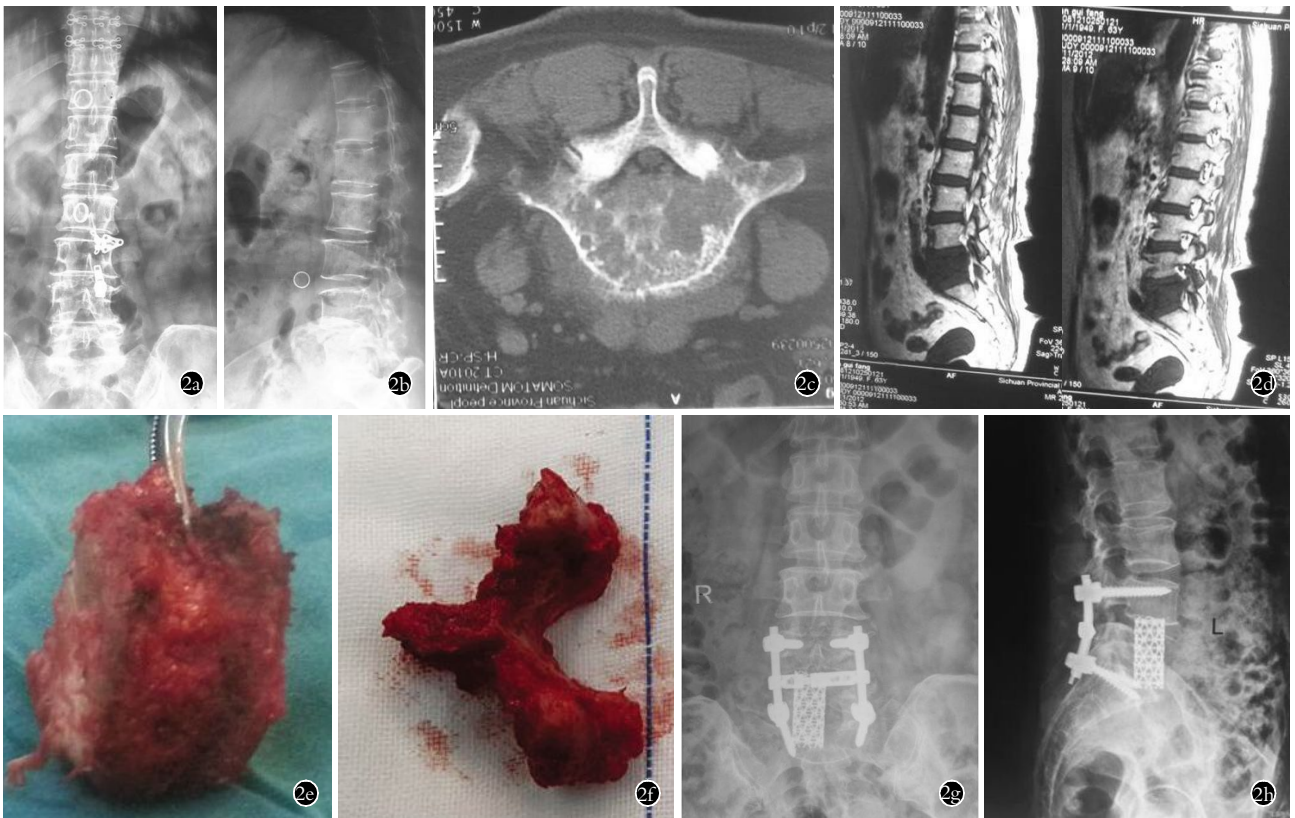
女性患者, 63 岁, 肺癌术后 13 个月发生 L₅ 骨转移, Tokuhashi 评分 12 分 2a, 2b. 术前正侧位 X 线片显示椎骨破坏 2c, 2d. 术前 CT 与 MRI 显示 Tomita 分型 III 型 2e, 2f. I 期后路全脊椎大块切除术的标本 2g, 2h. 术后正侧位 X 线片显示瘤椎完整切除, 内固定位置良好
